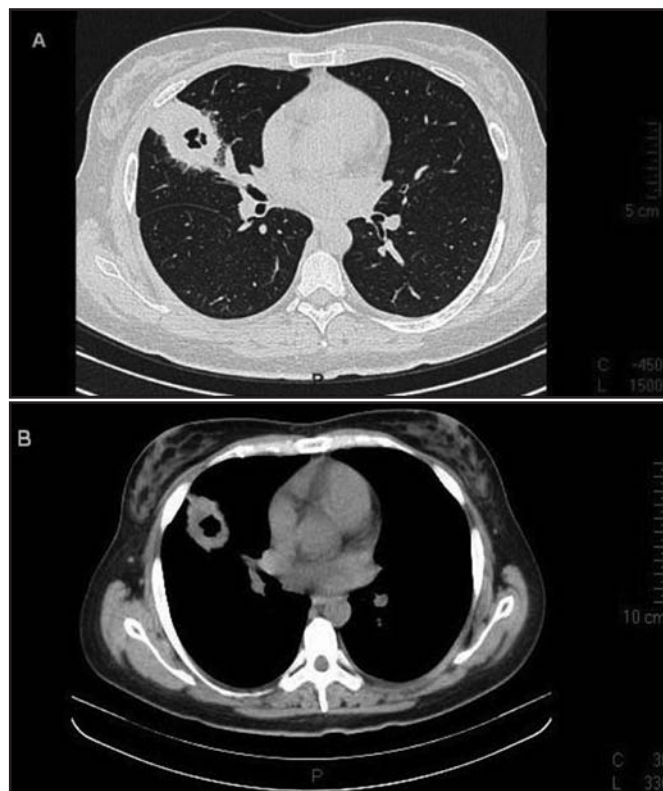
Tomografia torácica
